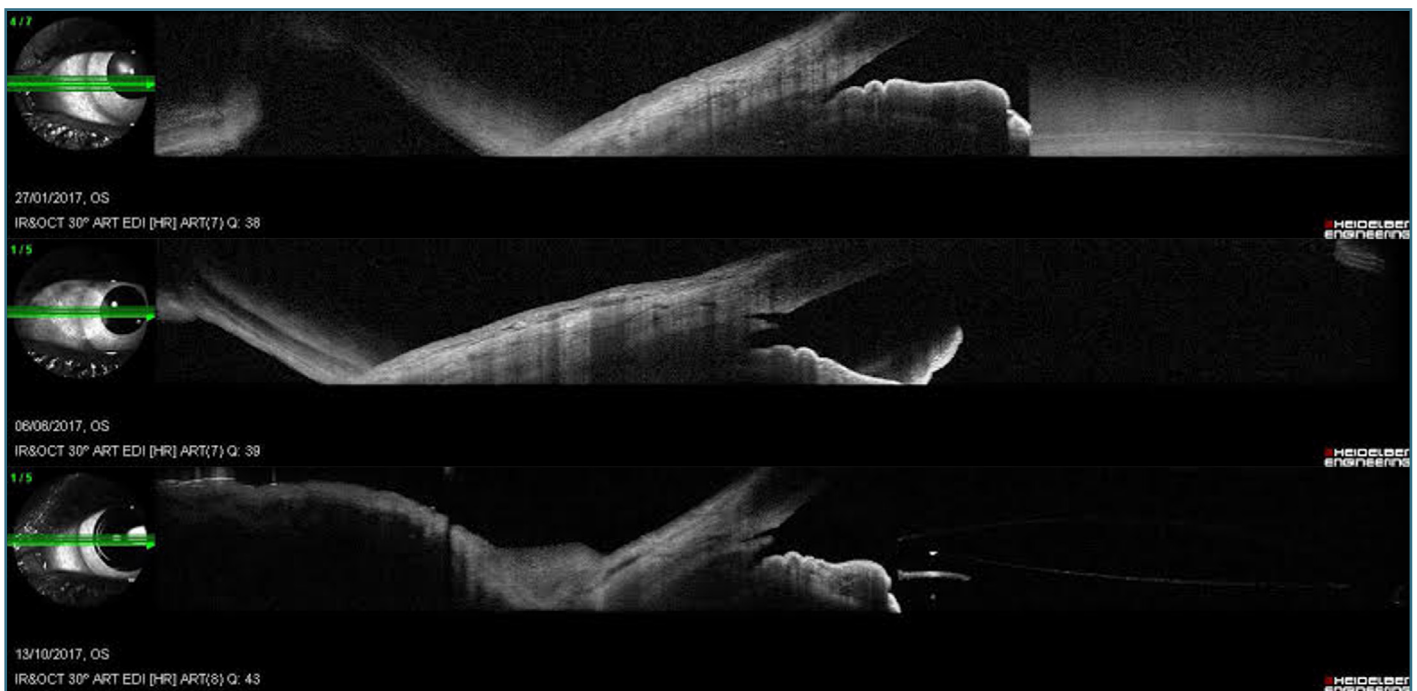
Imagen de la tomografía de coherencia óptica de segmento anterior a preoperatoria (superior), a los tres meses (media) y siete meses (inferior), en un paciente intervenido de cirugía de cataratas y AIT-KDB.
